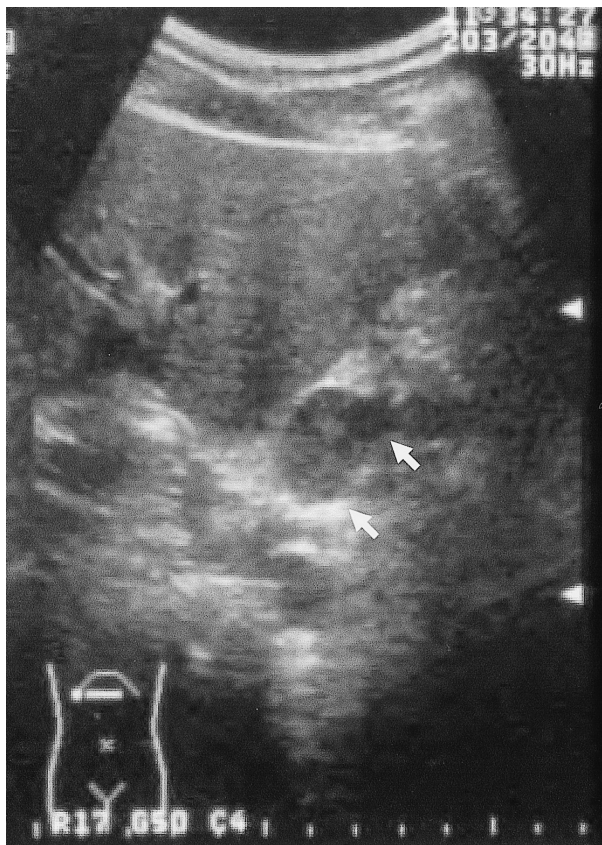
腹部超音波検査：肝左葉外側区域の下面に径2.6cmの境界明瞭な isoechoic 腫瘍を認めた。
